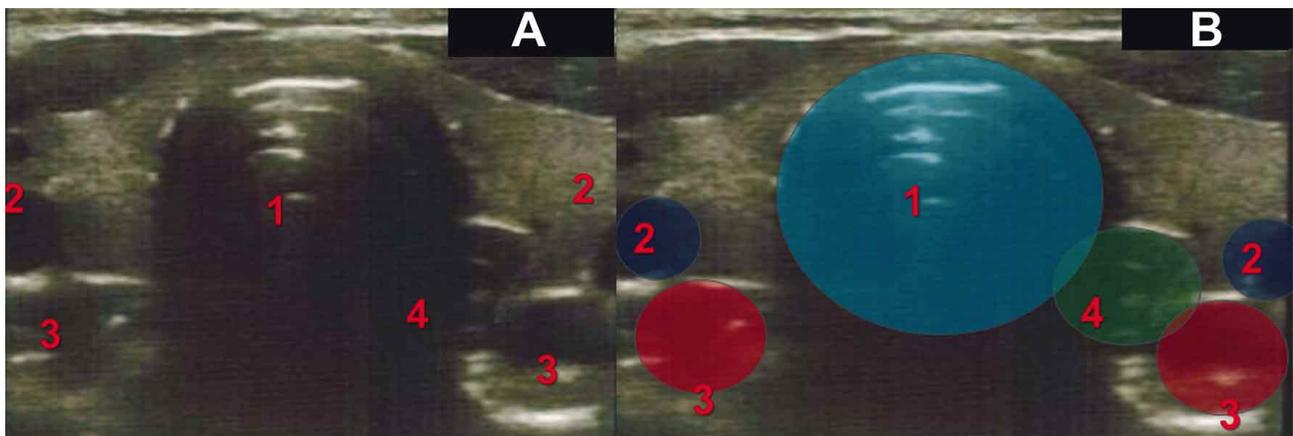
A) y B) Cortes de ultrasonografía. 1: Traquea; 2: Venas yugulares internas; 3: Arterias carótidas y 4: Esófago.
